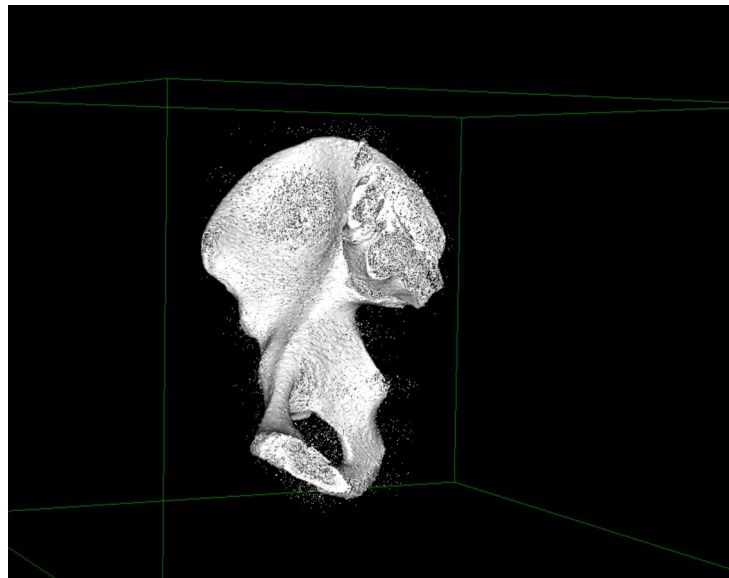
reconstrucción 3D de un hueso ilíaco a partir de imágenes de TC con el software Horos.
